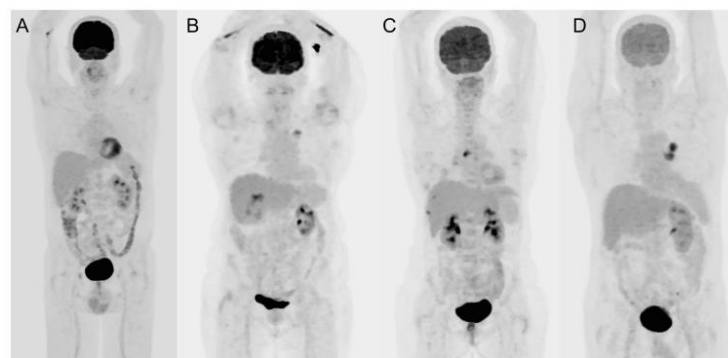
PET images of patients from different glycemia groups: (A) <110 mg/dL; (B) 110–159 mg/dL; (C) 160–179 mg/dL; and (D) 180–199 mg/dL. Visual qualitative comparison demonstrates that ¹⁸F-FDG uptake in the brain was markedly reduced for higher blood glucose levels, whereas no difference is apparent in the liver or lung.
